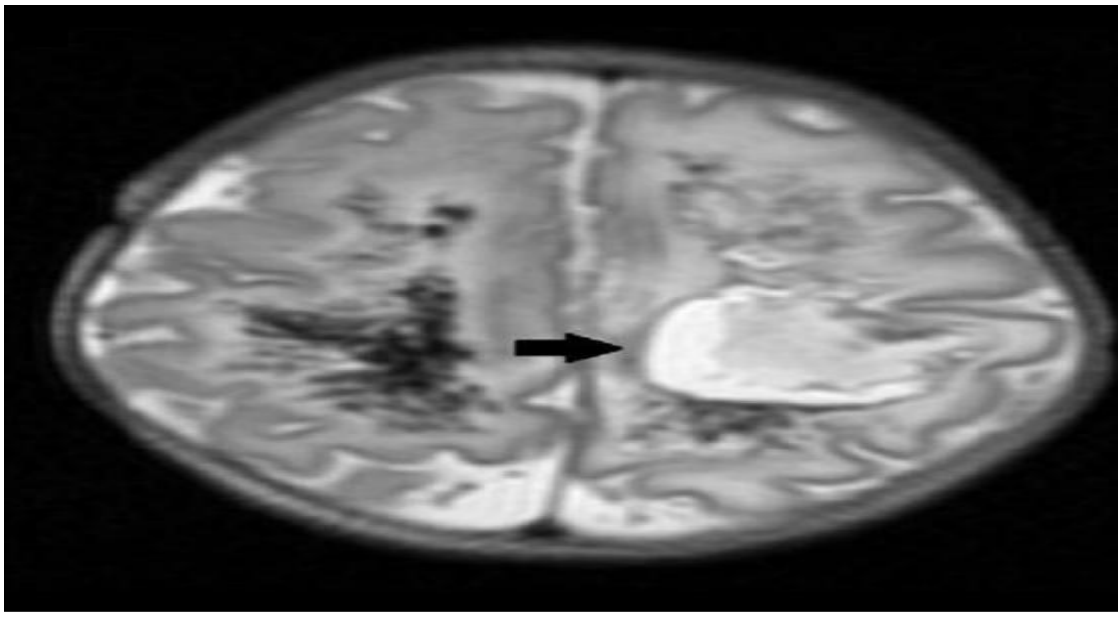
Coupe axiale d'une IRM cérébrale en séquence T2 d'un nouveau-né de 3 jours atteint de méningite montrant une hémorragie intra parenchymateuse (hypersignal) dans la région fronto-pariétale gauche (flèche noire). [Iconographie du service de néonatalogie et réanimation néonatale CHU Mohammed VI]
